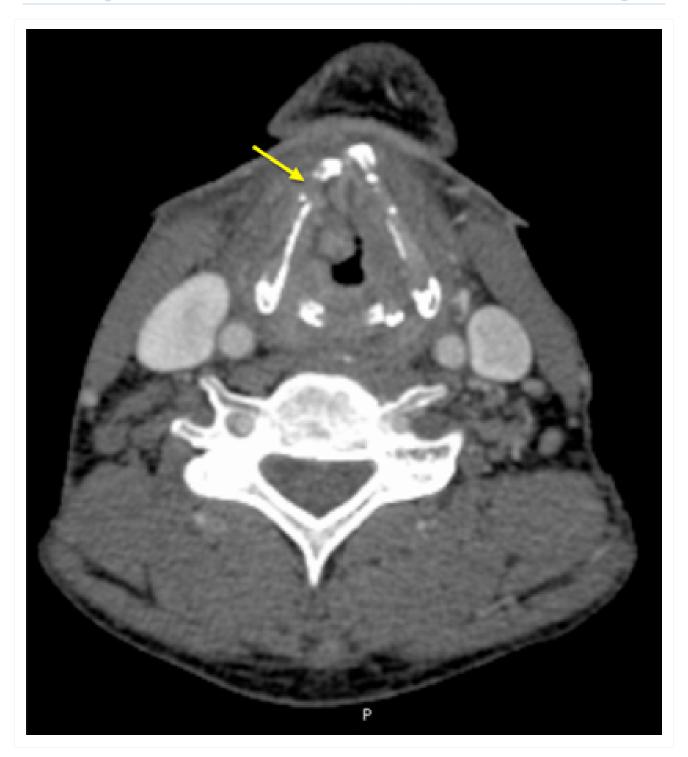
Tomografia computadorizada (TC) mostrando tumor em massa invadindo a asa da cartilagem tirecide
